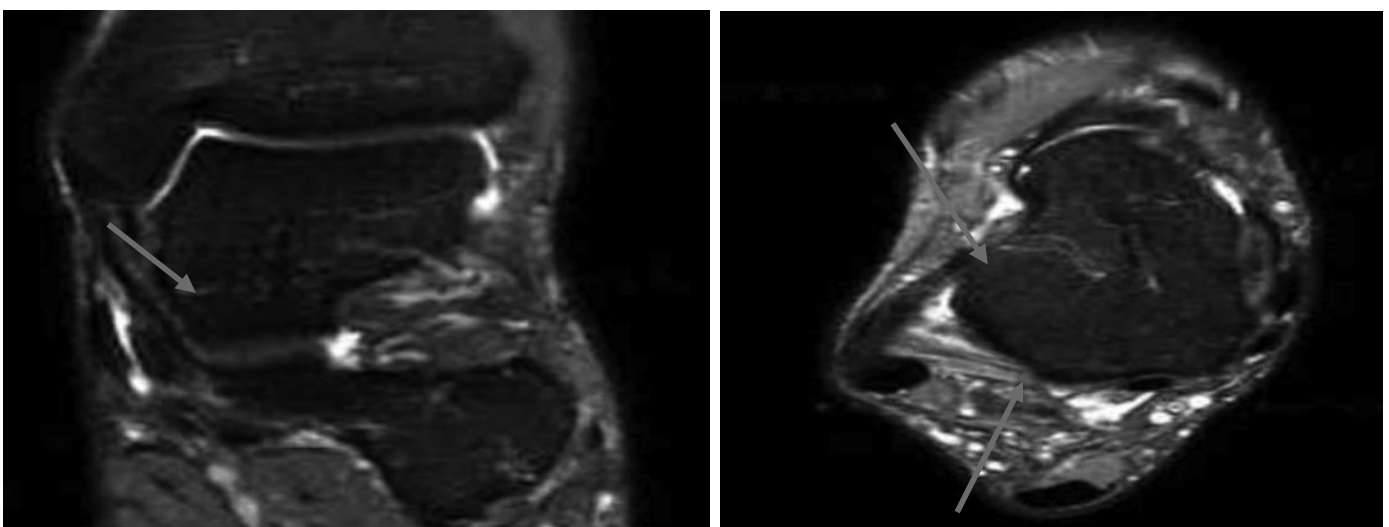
МР-томограма надп'ятково-гомількового суглоба в нормі, зв'язки представлені у вигляді лінійних гіпоінтенсивних структур в усіх режимах (позначено стрілками)
